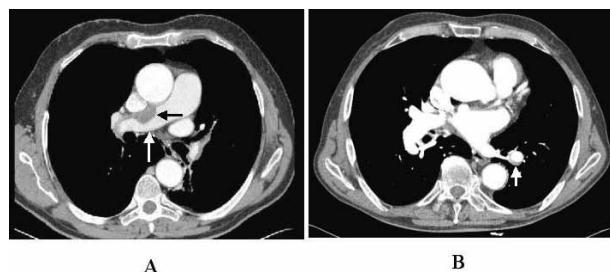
A. TAC helicoidal (THC) mostrando trombo (flecha negra) adherido en el interior de la arteria pulmonar principal derecha (flecha blanca). B. THC mostrando defecto de repleción, en forma de semiluna (flecha), por trombo organizado en arteria lobar inferior izquierda.
